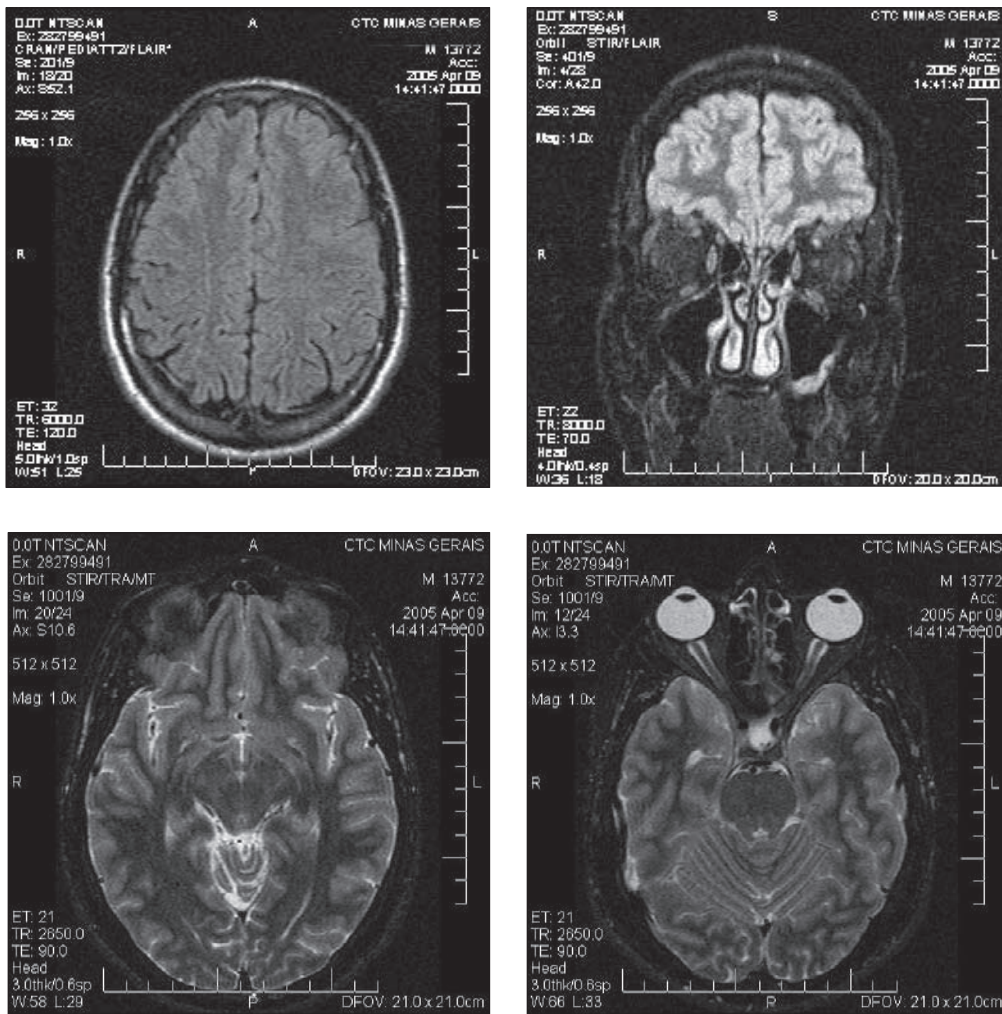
Ressonância magnética – encéfalo dentro da normalidade
